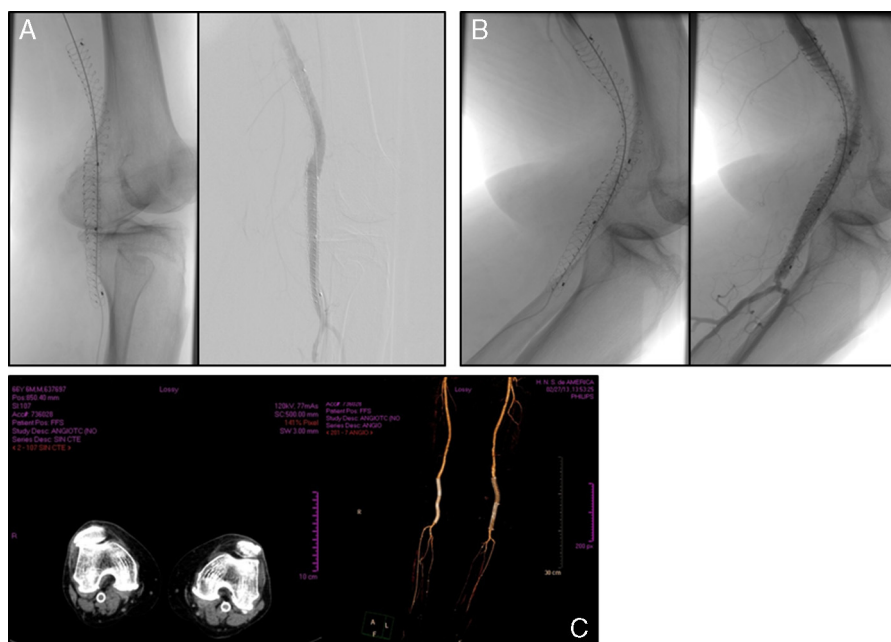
A y B) Correcta exclusión del aneurisma poplíteo izquierdo sin fugas con la extremidad en extensión y en flexión. C) Angio-TAC de control: perfecta colocación de las endoprótesis en ambas extremidades, con normalización de los diámetros poplíteos.
